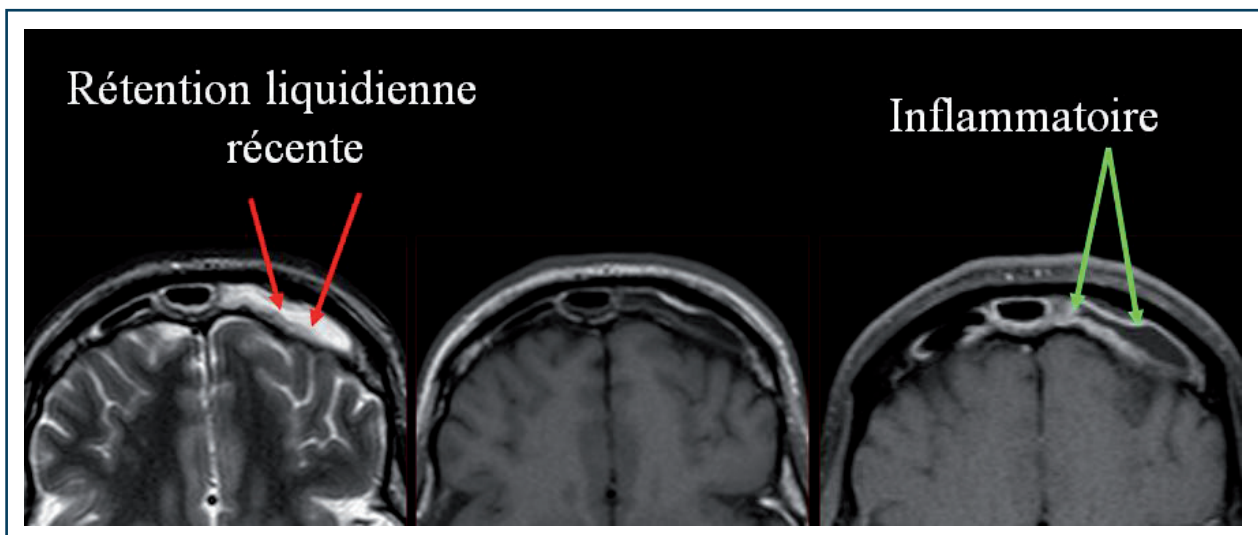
Signaux IRM d'une rétention liquidienne récente versus un épaississement tissulaire inflammatoire. Une rétention liquidienne récente apparaît en franc hypersignal (blanc) en T2 (image axiale gauche), en hyposignal en T1 (image axiale centrale) et ne se rehausse pas en T1 après injection (image axiale droite). La muqueuse inflammatoire, également en hypersignal en T2, présente quant à elle un rehaussement et suit le cadre osseux.
